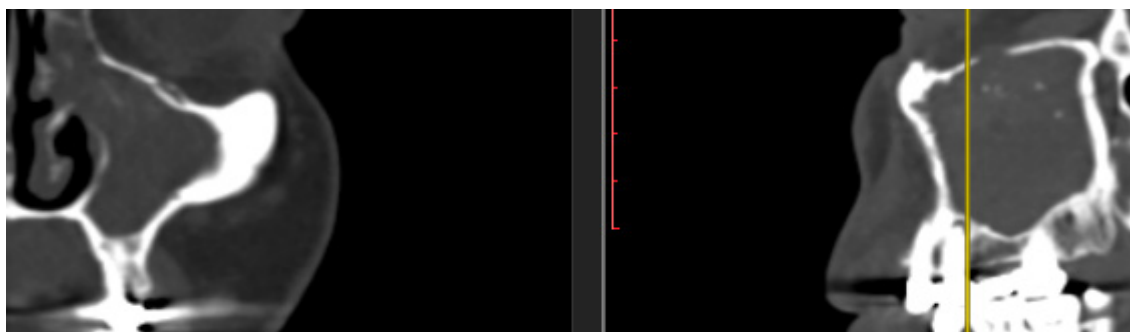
Пациентка Э., предоперационное МСКТ, вид ВЧП слева
